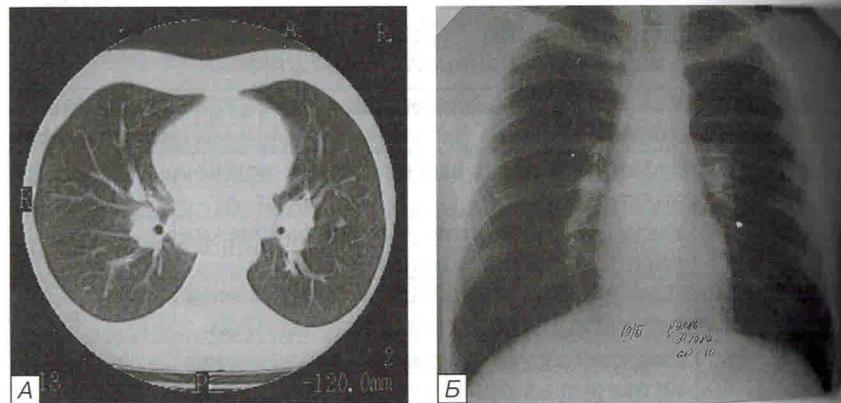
Саркоидоз внутригрудных лимфатическихузлов и лёгких у подростка 15 лет. А – РКТ; Б – прямая обзорная рентгенограмма
